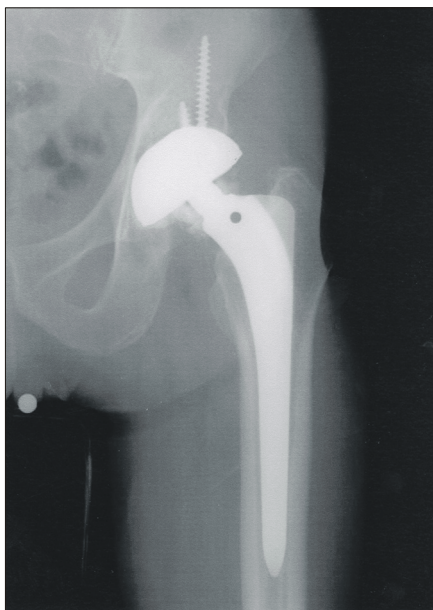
Radiograph shows the fracture of the ceramic femoral head.
